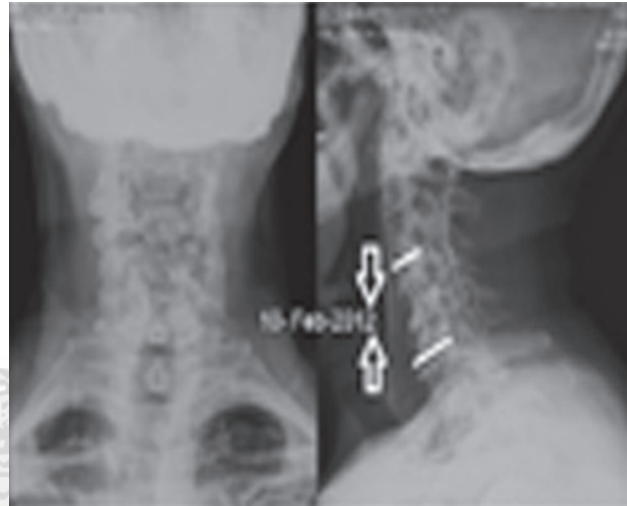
Radiografías de control a los dos años, del mismo paciente, con datos de hundimientos de ambas cajas, pérdida de lordosis segmentaria y manteniendo dentro de límites normales la lordosis global.
